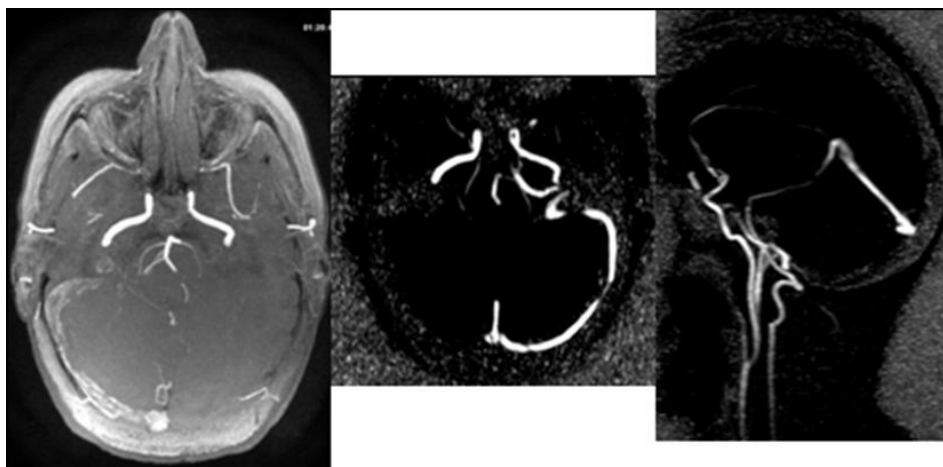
Secuencias MIP de venografía-RM en plano axial y sagital. Defecto de repleción del seno sigmoide y transversos derechos y del SLS, compatible con trombosis de senos venosos.
